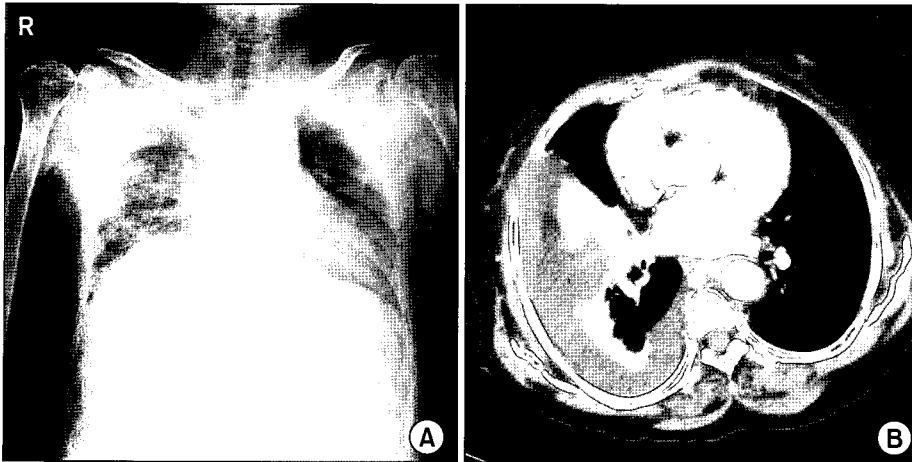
(A) Chest AP shows segmental atelectasis on right lower lobe of the lung. (B) Chest computed tomography shows pleural effusion in right thoracic cavity and collapsed right middle lobe and right lower lobe of the lung.
